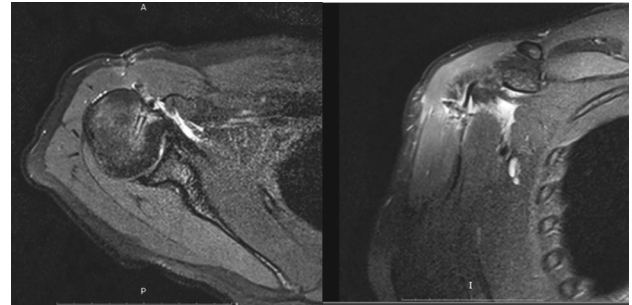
МРТ пациента Б. после оперативного лечения (12 недель)
